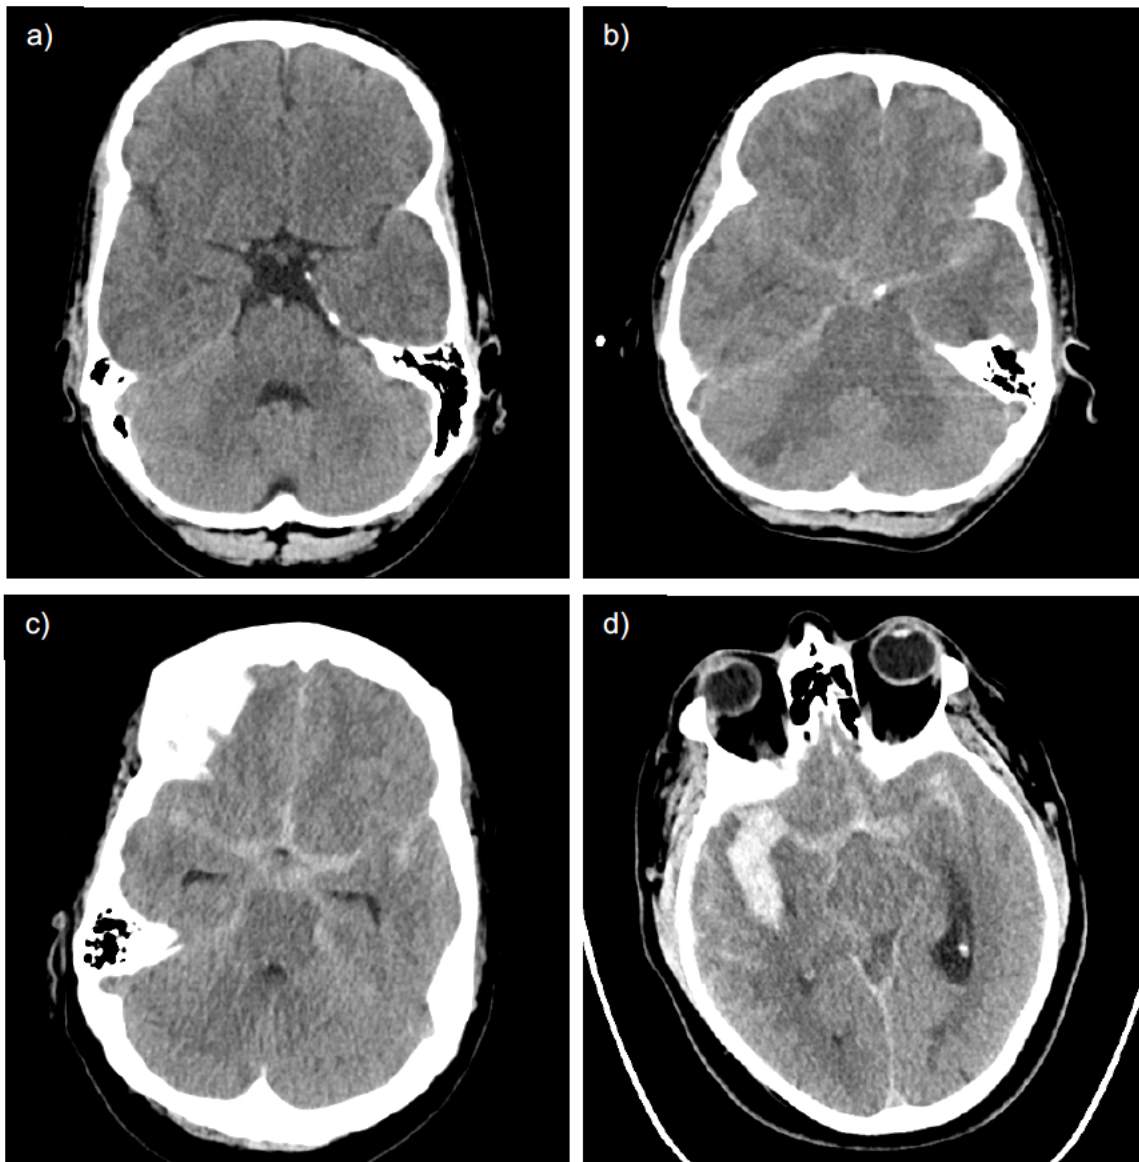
Darstellung der Fisher-Klassifikation aneurysmatischer Subarachnoidalblutungen in der nativen Computertomographie
